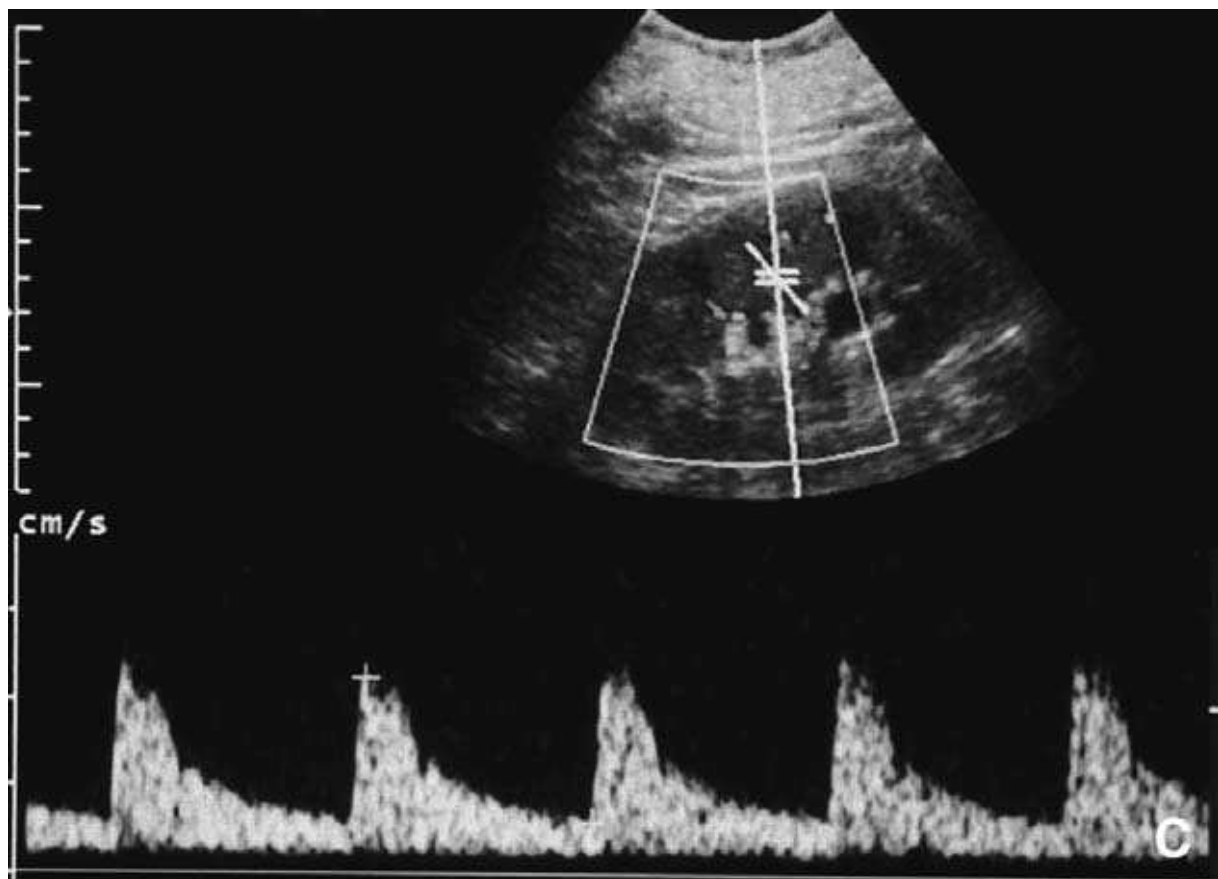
Échographie pelvienne coupe axiale. Colique néphrétique droite.[32]
